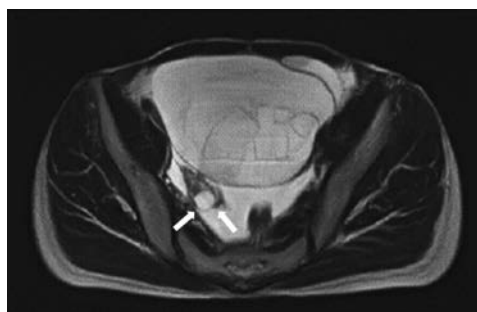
骨盤部単純MRI T2強調画像：骨盤部正中に144×102×92mmの多房性嚢胞性病変を認める。同病変の右背側にも25mmの嚢胞性病変を認める（矢印）。
